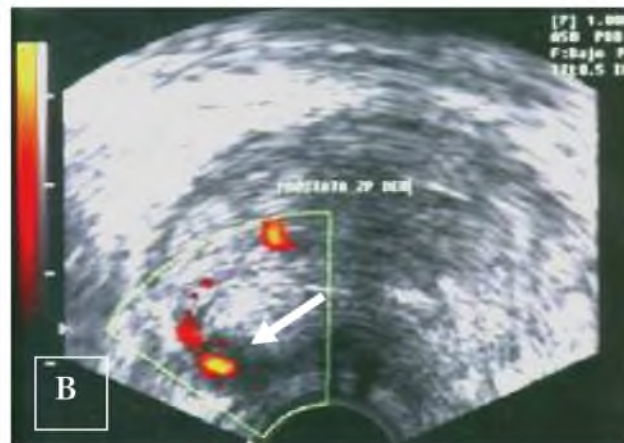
B. Nódulo hipoeecogénico con Vasos Intrínsecos en ETR, evaluado con sistema Power-Doppler (flecha).
